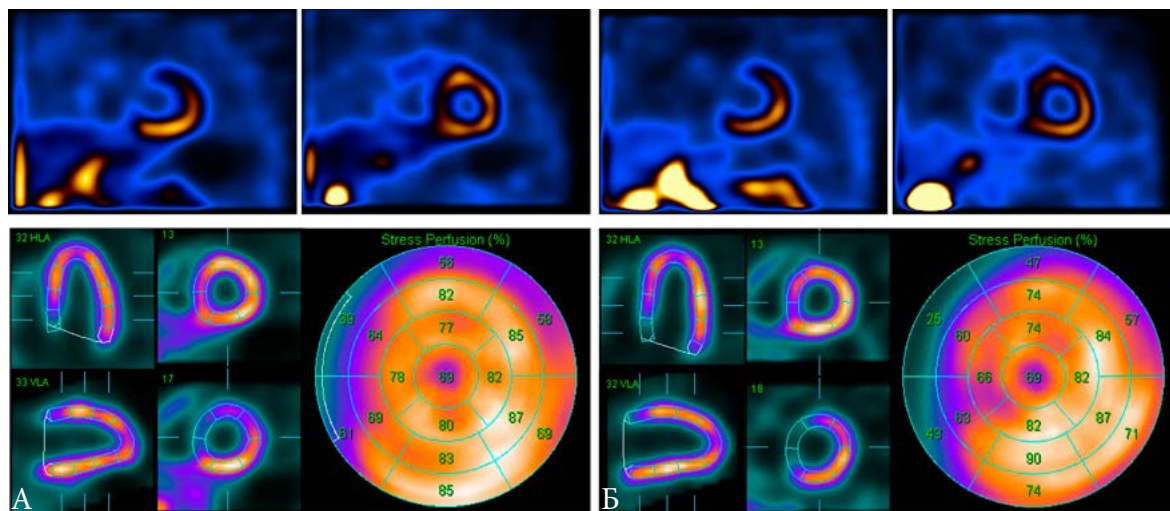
Перфузионные изображения миокарда после нагрузки у здорового добровольца 24 лет, полученные с  $^{99m}\text{Tc}$ -МИБИ (А) и  $^{99m}\text{Tc}$ -тетрофосмином (Б). Изображения с  $^{99m}\text{Tc}$ -тетрофосмином характеризуются несколько лучшей делинеацией миокарда и полостей, за счет чего, в частности, улучшается визуализация ПЖ. Поддиафрагмальная активность при использовании обоих РФП после нагрузки сопоставима. Визуально и с точки зрения интерпретации полярные карты практически идентичны.
